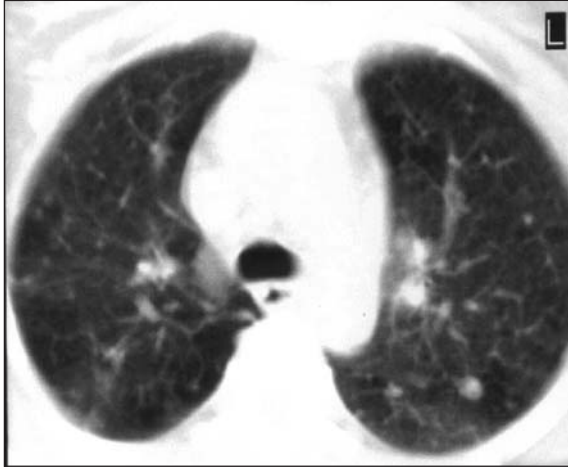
Tedavi öncesi toraks CT'si.
